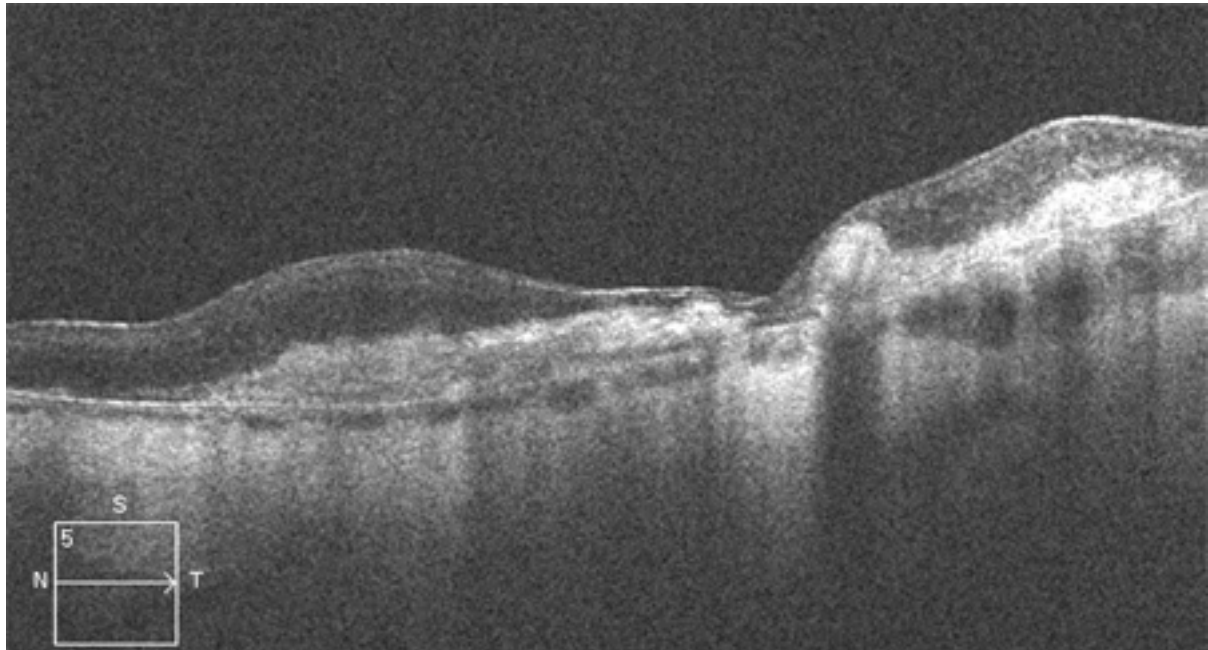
Imagem de tomografia de coerência óptica de alta resolução mostrando cicatriz hiper-refletiva
